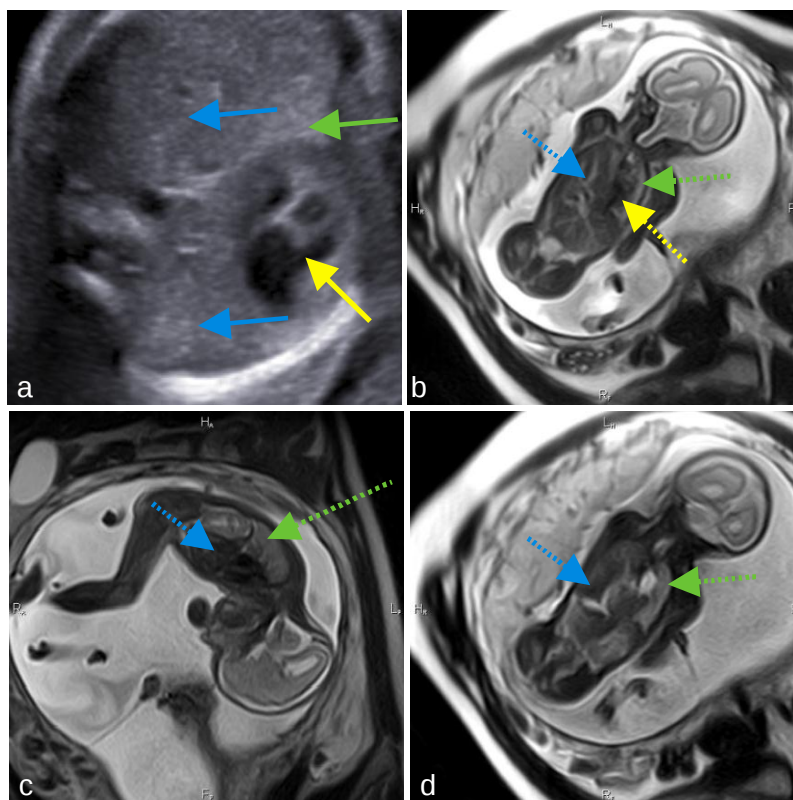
а – УЗИ, b, c, d – МРТ во фронтальной (b, d) и сагиттальной (c) плоскостях. На рисунке а справа и слева от сердца (желтая стрелка) определяются мягкотканые структуры по эхогенности более соответствующие печени. На рисунках b, c, d четко визуализируется ткань печени (синие пунктирные стрелки) и правого легкого (зеленые пунктирные стрелки). Также виден гипоинтенсивный купол диафрагмы справа, что практически исключает диагноз “двусторонняя ВДГ”.
